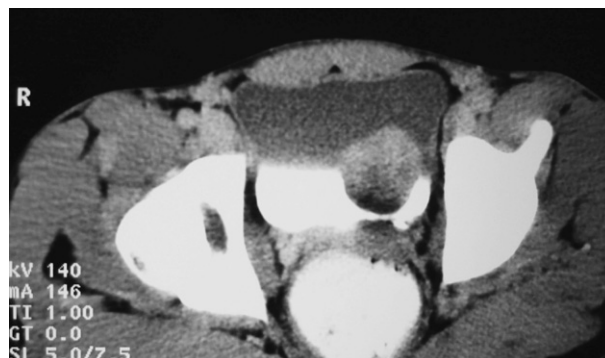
TDM pelvienne : lésion hétérogène hypodense de la paroi postérieure gauche de la vessie de 4 cm.
